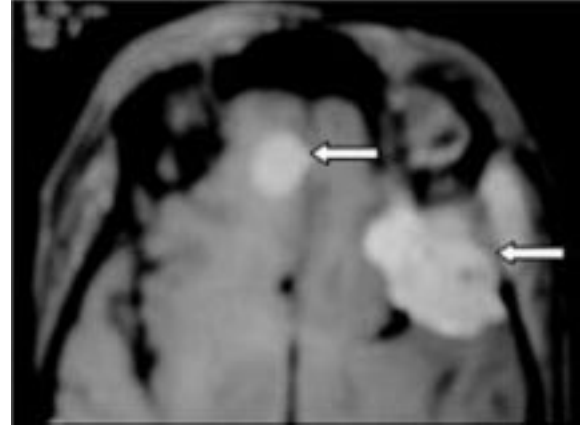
MRI da T1 ağırlıklı kontrastlı aksial kesitlerde parasagittal ve sol silvian fissürde homojen kontrast tutulumu gösteren 2 adet extraaksiyel kitle (kısa oklar). Sol silvian fissürde lokalizasyonundaki meningioma komşu kemik ve periosseöz yapılarla uzanım göstermektedir.
